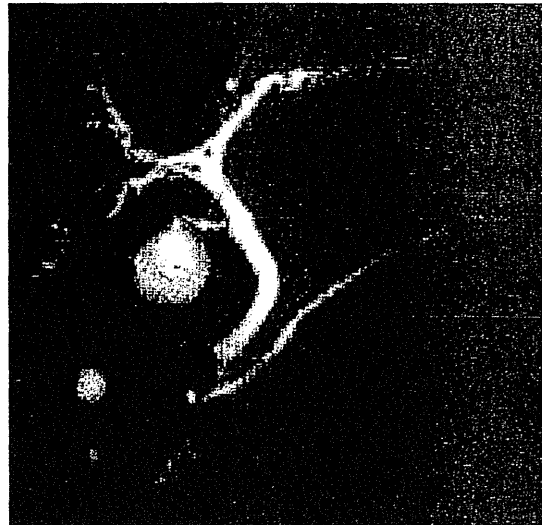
Magnetic resonance cholangiopancreatography shows normal findings in the pancreatic duct and bile duct.
